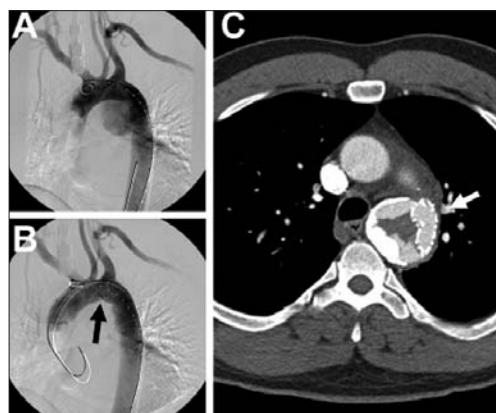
A well known complication of excessive oversizing and lack of stent-graft apposition is the development of stent-graft collapse. Panel A shows pre-deployment angiography in a patient with aortic transection and narrow aortic curvature with small aortic diameter. The patient was treated with a Gore TAG stent-graft (Panel B) which had suboptimal result on completion angiography and developed collapse on a 3-week follow up computed tomography angiography (Panel C).
